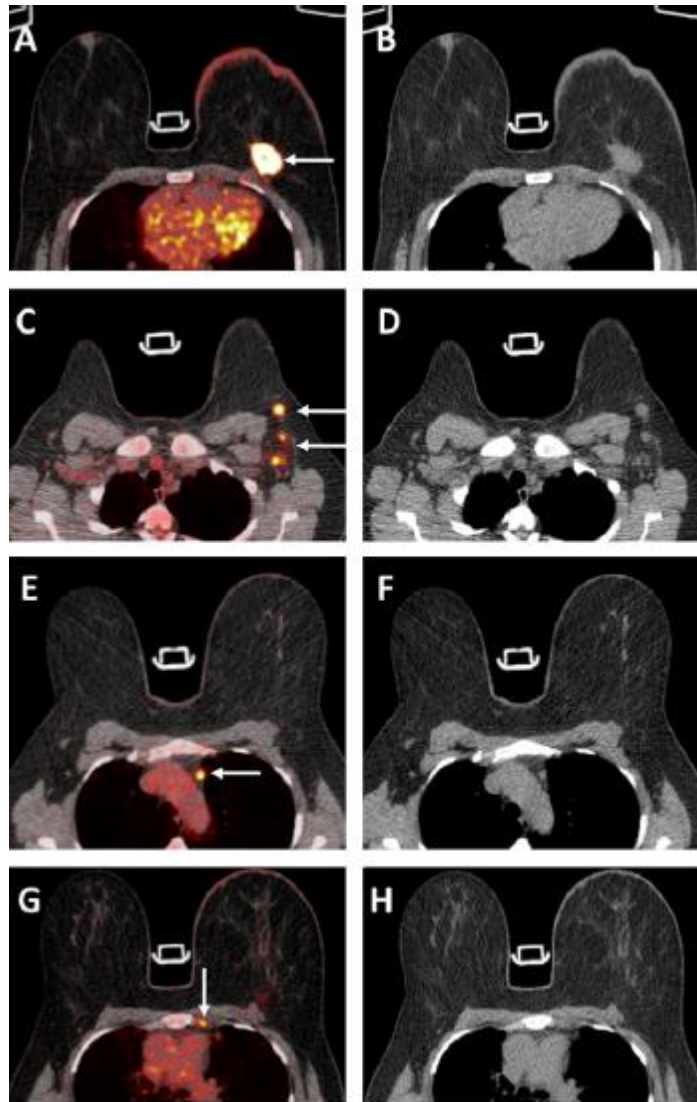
Imágenes PET/TC de paciente con CM izquierdo estadio II-III con metástasis ganglionares axilares, en la que la PET/TC detectó metástasis ganglionares adicionales mediastínicas e intercostales. Fuente: Aukema TS, STrever ME, Peeters M-JTFDV, et al. Detection of extra-axillary lymph node involvement with FDG PET/TC in patients with stage II-III breast cancer. Eur J Cancer 2010; 46 (18): 3205-10
